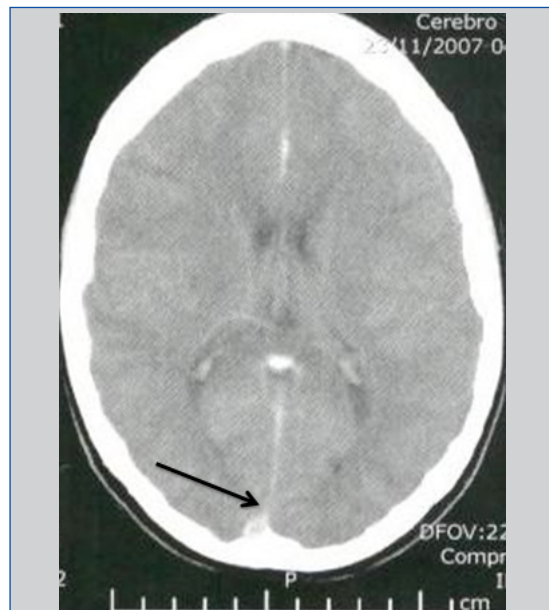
TAC DE CRÁNEO SIMPLE, EVIDENCIA DEL SIGNO DE DELTA VACÍO
